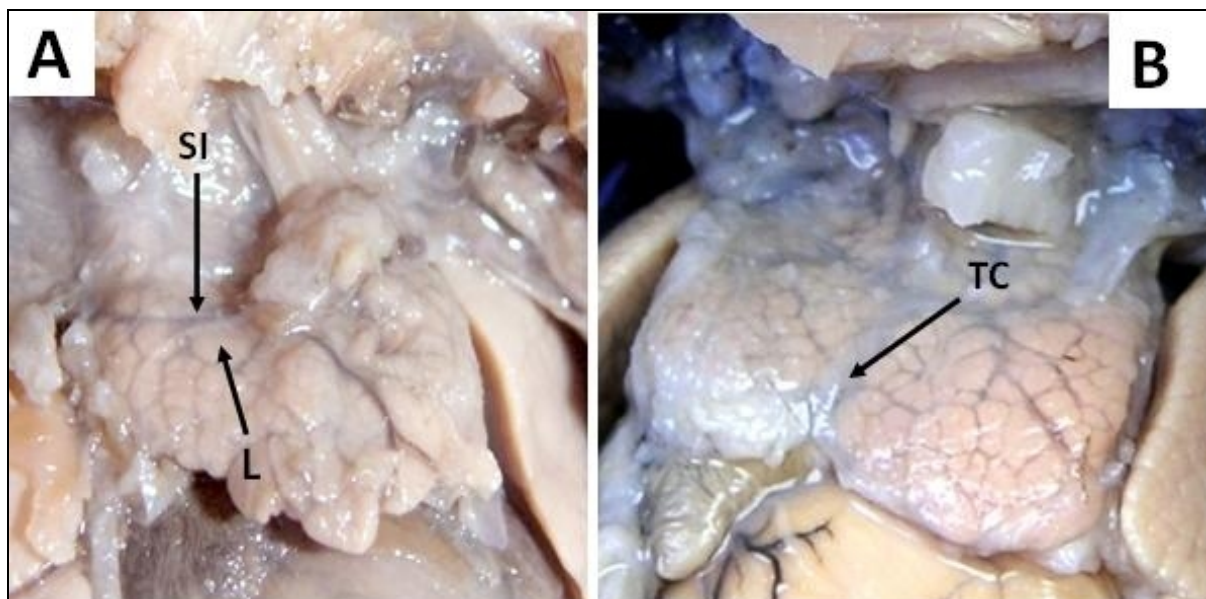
Dependencias de la cápsula tímica. A: Feto de 14 semanas en el que se aprecia la cápsula que rodea al timo emitiendo septos interlobulillares que lo dividen en lobulillos. SI, septo interlobulillar; L, lobulillo. B: Feto de 15 semanas en el que se aprecia la unión de ambos lóbulos tímicos por tejido conjuntivo laxo. TC, tejido conjuntivo.
